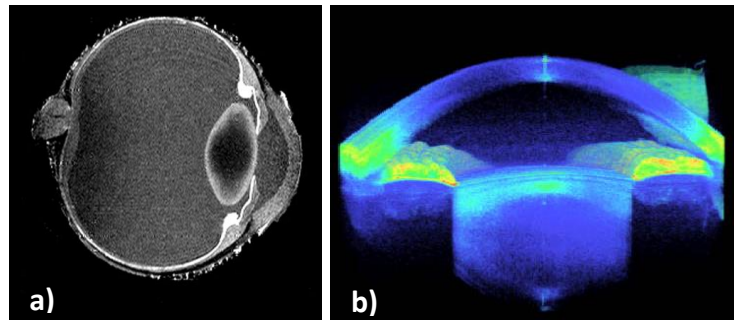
Imagens de cristalinos obtidas por técnicas não-invasivas. a) Imagem obtida por MRI, adaptada de [43]; b) imagem obtida por OCT, adaptada de [44].
